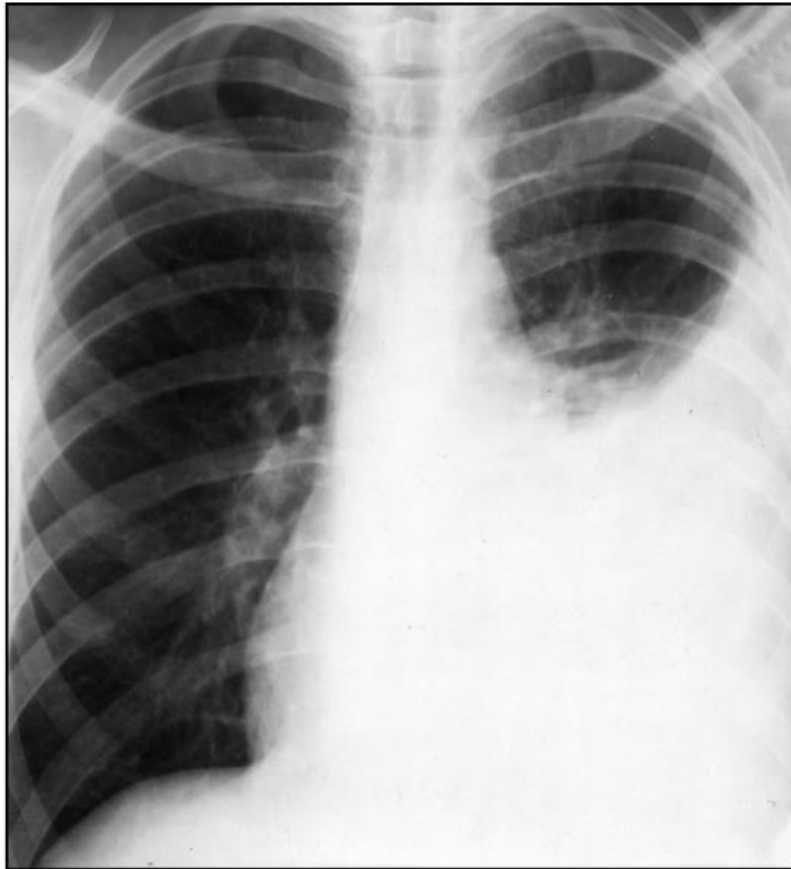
Рентгенограма у прямій проекції. Лівосторонній ексудативний плеврит (середній)
